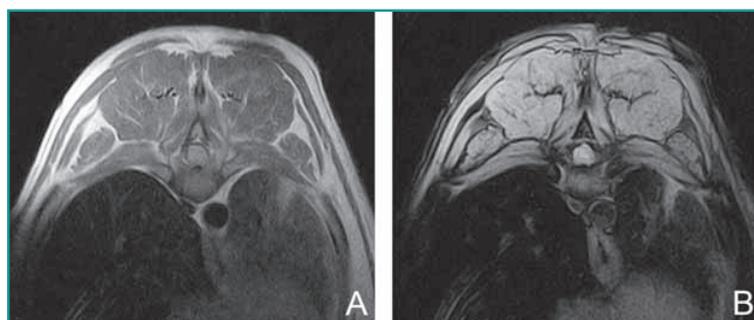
Immagini RM sul piano trasverso del rachide toracico pesata in T1 post-contrasto (A) e GFE DIXONVET post-contrasto (B) a livello di T9.
